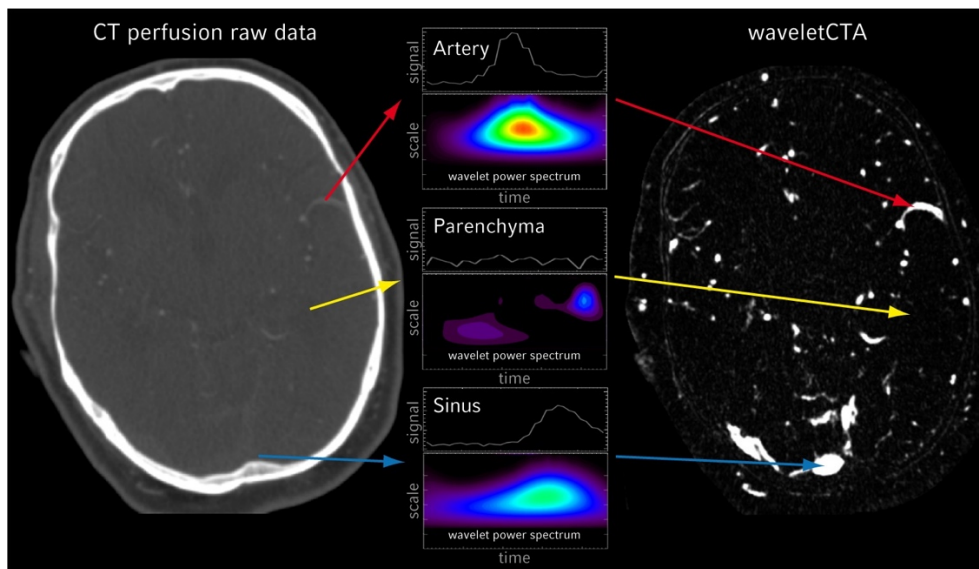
Wavelet-basierte angiographische Rekonstruktion aus den Rohdaten der CT Perfusion
